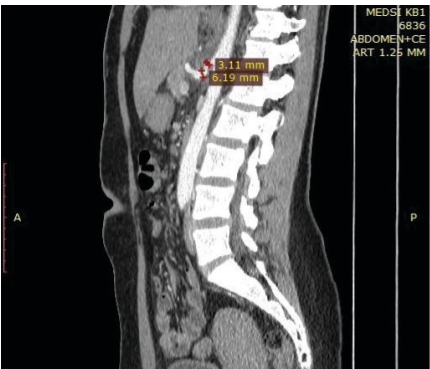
Данные КТ органов брюшной полости после операции
